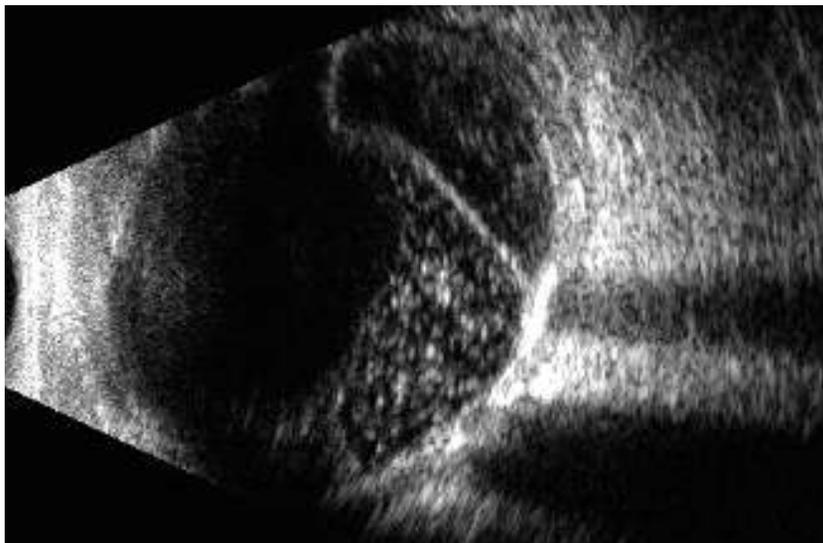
Control ultrasound at one year. Temporal inferior longitudinal section showing sub-vitreous hemorrhage, retinal detachment, and sub-retinal cholesterol. Ocular wall with calcium inside
